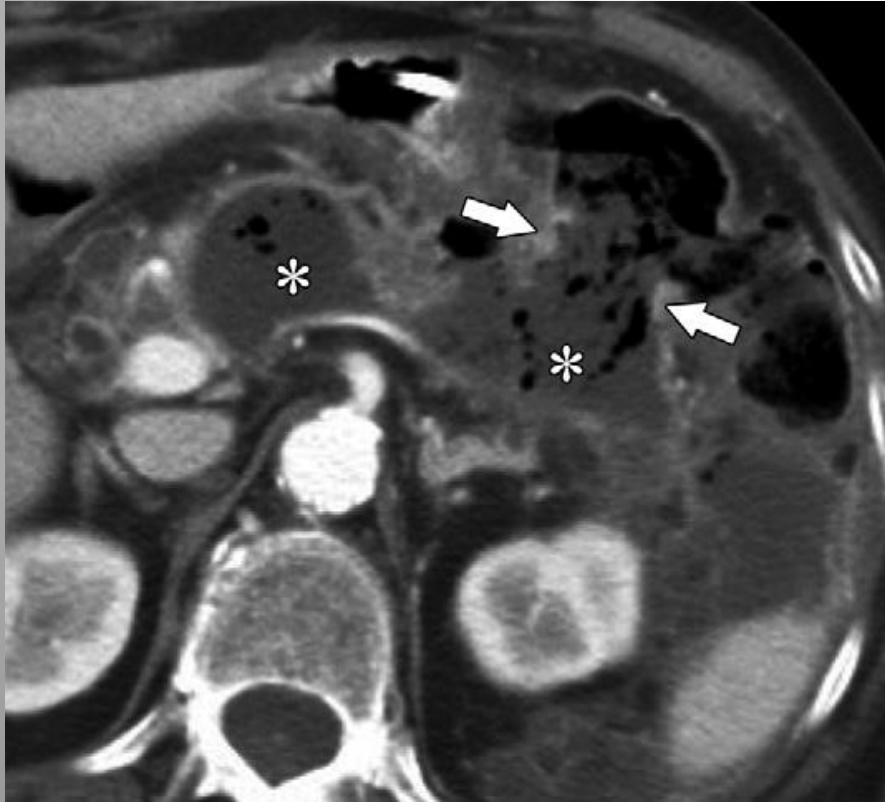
Imagen axial de TC con contraste obtenida a las 5 semanas que muestra WON peripancreático con múltiples focos de gas (*). Se observa una gran fístula al colon transverso distal que contiene gas y líquido (flechas), hallazgo que explica el desarrollo de gas en el WON.
